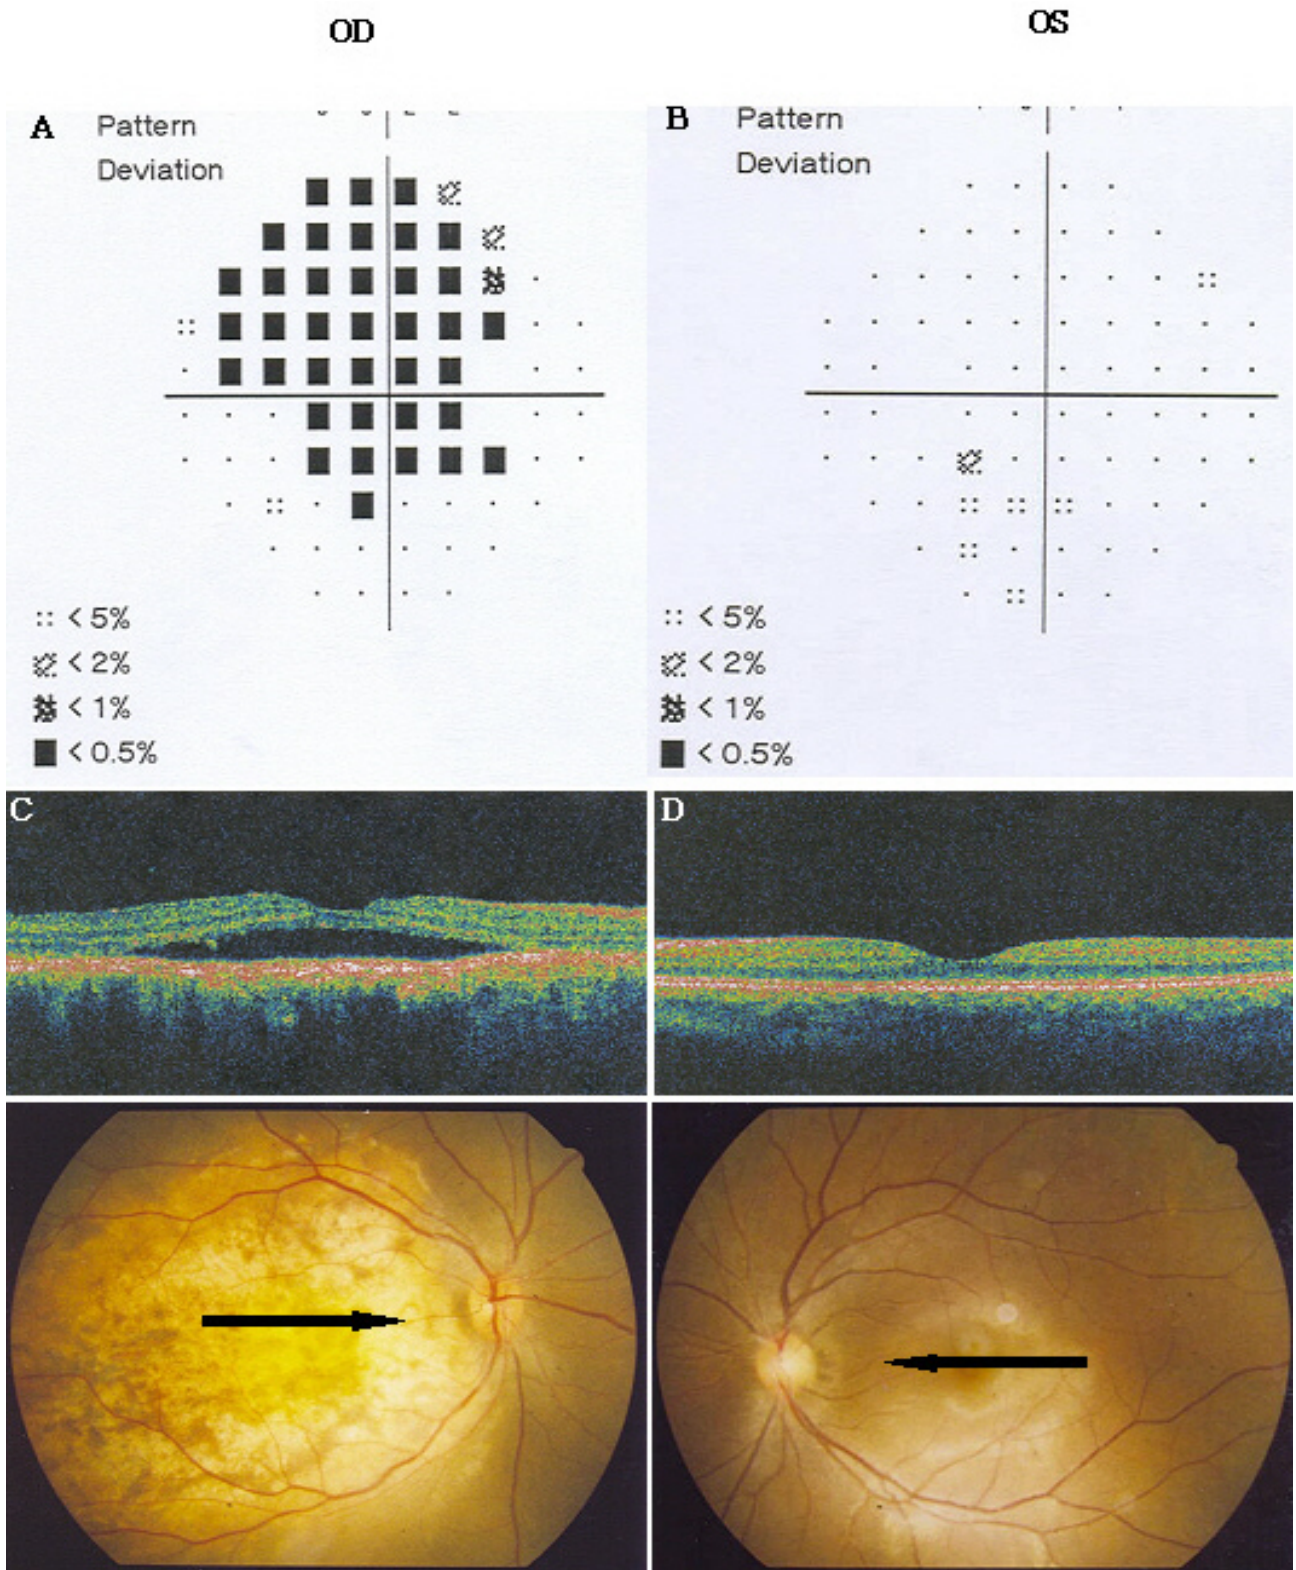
(A) The visual field of the right eye shows a defect relatively small compared to lesion size. (B) The visual field of the left eye. (C) Optical coherence tomography of the right eye corresponding to the scanning line shown in the fundus photograph shows serous retinal detachment in the macula and thick, irregular plate-like structure with high reflectivity in choroidal mass lesion. (D) Optical coherence tomography of the left eye.
